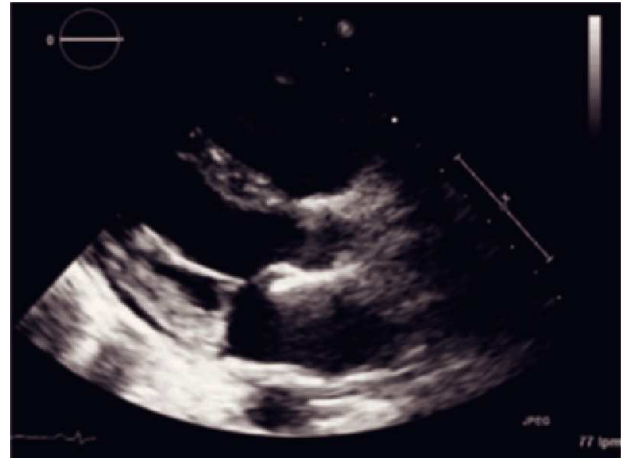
Derrame pericárdico leve posterior en el ecocardiograma transtorácico en eje largo paraesternal.
